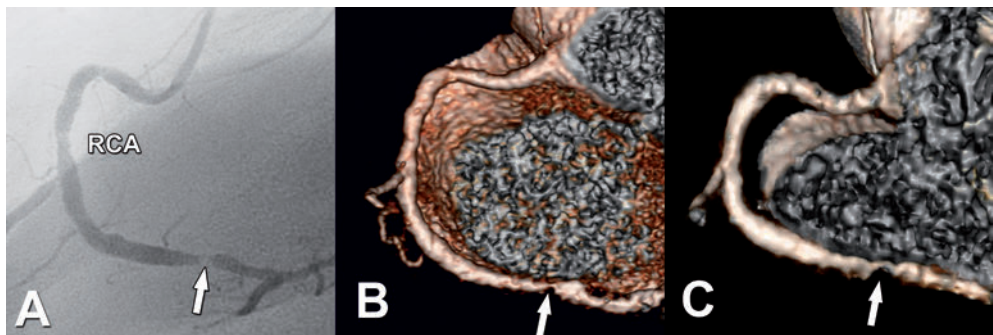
Signifikante Stenose der rechten Koronararterie bei einem 62-jährigen Patienten mit typischer Angina pectoris. (A): Konventionelle Koronarangiographie (CCA) der rechten Koronararterie (RCA) mit Nachweis einer signifikanten Stenose im Segment 3 (*Pfeil*). Zum Vergleich Darstellung der Stenose in der 3D-Rekonstruktion (B) der Computertomographie (CT) und (C) der Magnetresonanztomographie (MRT).
